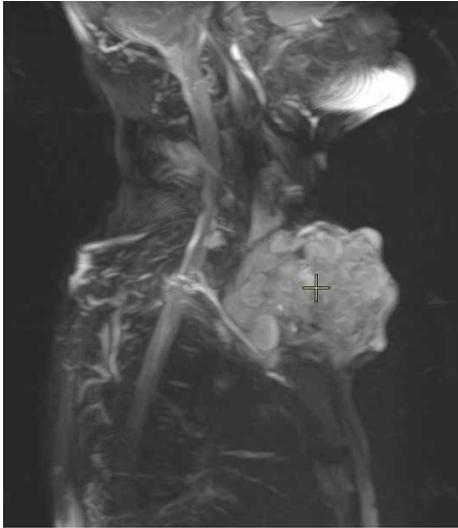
3D-реконструкция изображения новообразования, полученного в ходе магнитно-резонансной томографии (боковая проекция)
